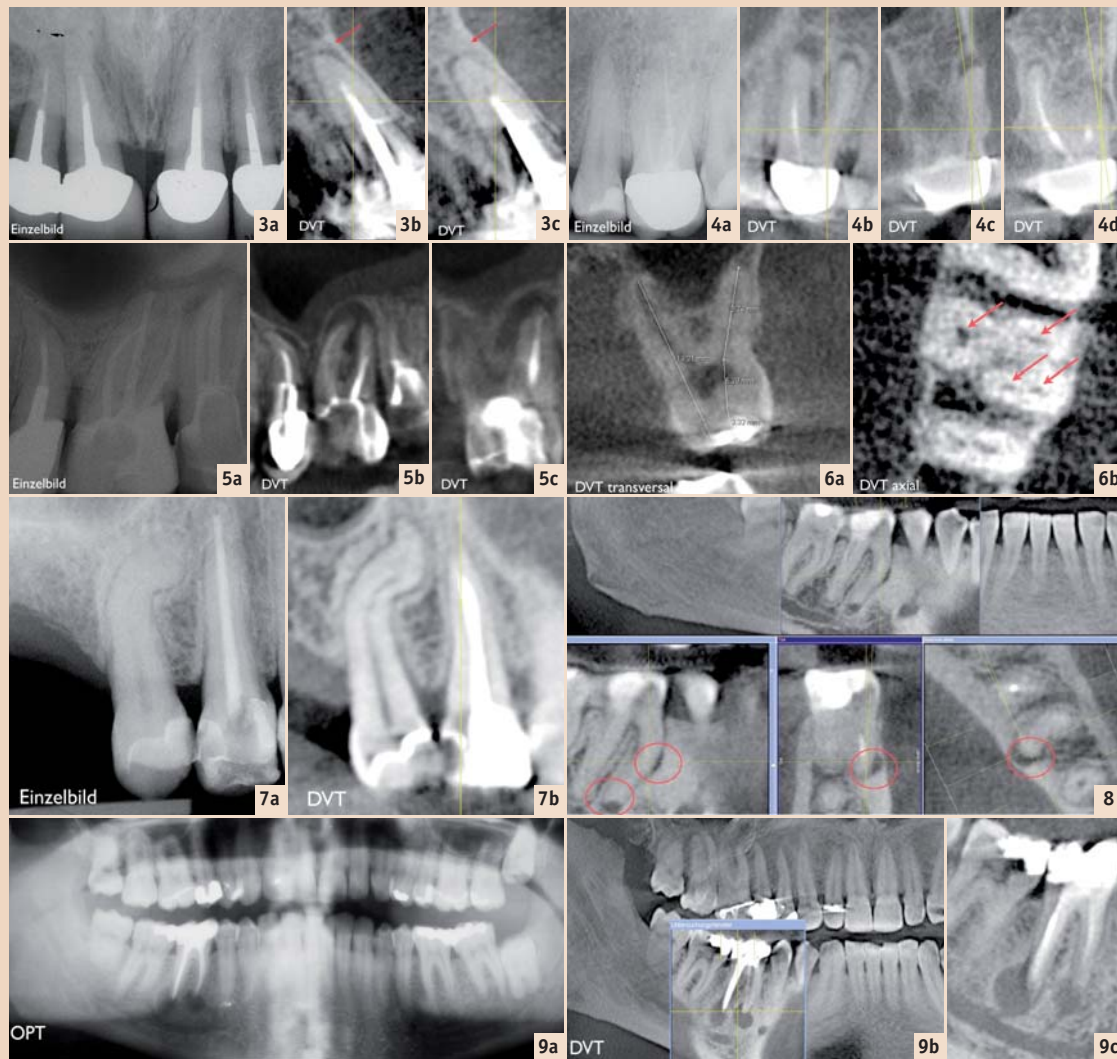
a) Zweidimensionale Einzelbilder der Oberkieferfrontzähne. b) Erst in der transversalen Darstellung der DVT-Aufnahme werden die apikalen Läsionen an Zahn 11 und c) 21 sichtbar (roter Pfeil). – Abb. 4: a) Einzelzahnfilm. b) Das DVT zeigt im Gegensatz dazu deutlich die apikalen Läsionen an allen drei Wurzeln des Zahnes 26. Longitudinale Ansicht durch die bukkalen Wurzeln. c) Transversale Ansicht durch die mesiobukale Wurzel. d) Transversale Ansicht durch die palatinale Wurzel. – Abb. 5: a) Der Schatten des Jochbogens überdeckt die Wurzelspitzen an Zahn 26 auf dem Einzelröntgenbild. b) Die DVT-Ansicht zeigt deutlich die apikalen Läsionen von longitudinal und c) transversal. – Abb. 6: a) Längenbestimmung mit Messwerkzeug in der transversalen Ansicht. b) Die Anzahl der vier Wurzelkanäle ist in der axialen Ebene sichtbar. – Abb. 7: a) Die S-förmige Krümmung der Wurzel und der Kanäle an Zahn 15 wird im Vergleich zum Einzelbild b) auf der DVT-Aufnahme deutlich sichtbar. – Abb. 8: Diagnose einer Perforation der mesialen Wurzel des Zahnes 46 sowie einer apikalen Aufhellung (rote Markierung). – Abb. 9: Vergleich von a) OPG- und b) DVT-Ansicht des gleichen Patienten. c) Überlagerungsfreie Darstellung im Falle des DVTs.
